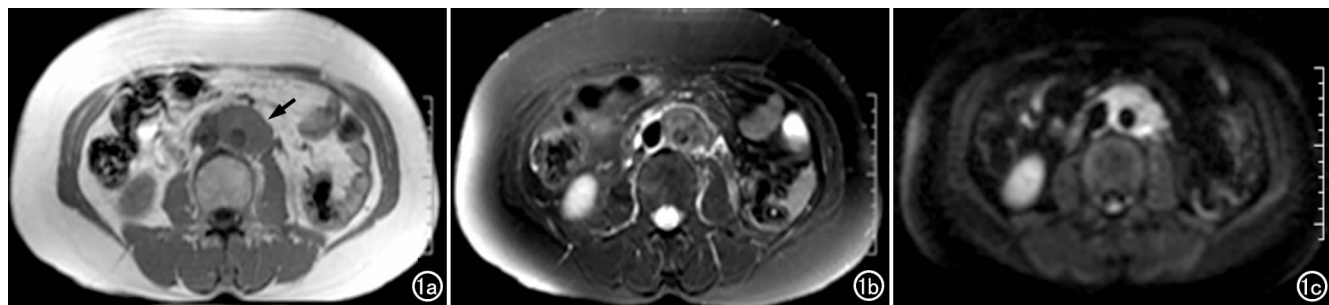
腹膜后纤维化(早期病变)。a) T₁WI 示主动脉周围软组织信号影(箭); b) T₂WI 示病变呈稍高信号; c) DWI 示病变呈均匀高信号,包绕主动脉,边界清晰。
